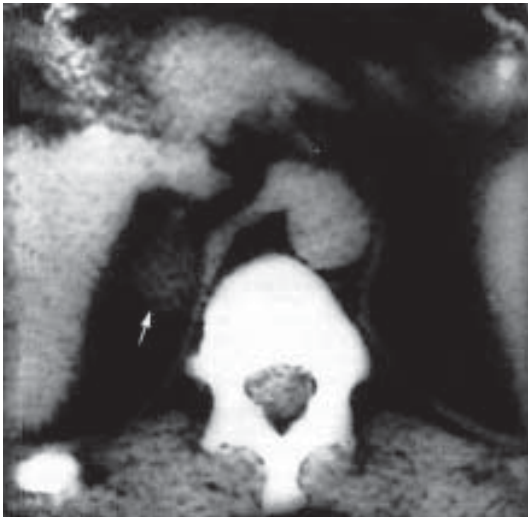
Комп'ютерна томограма лівої надниркової залози хворої М.
